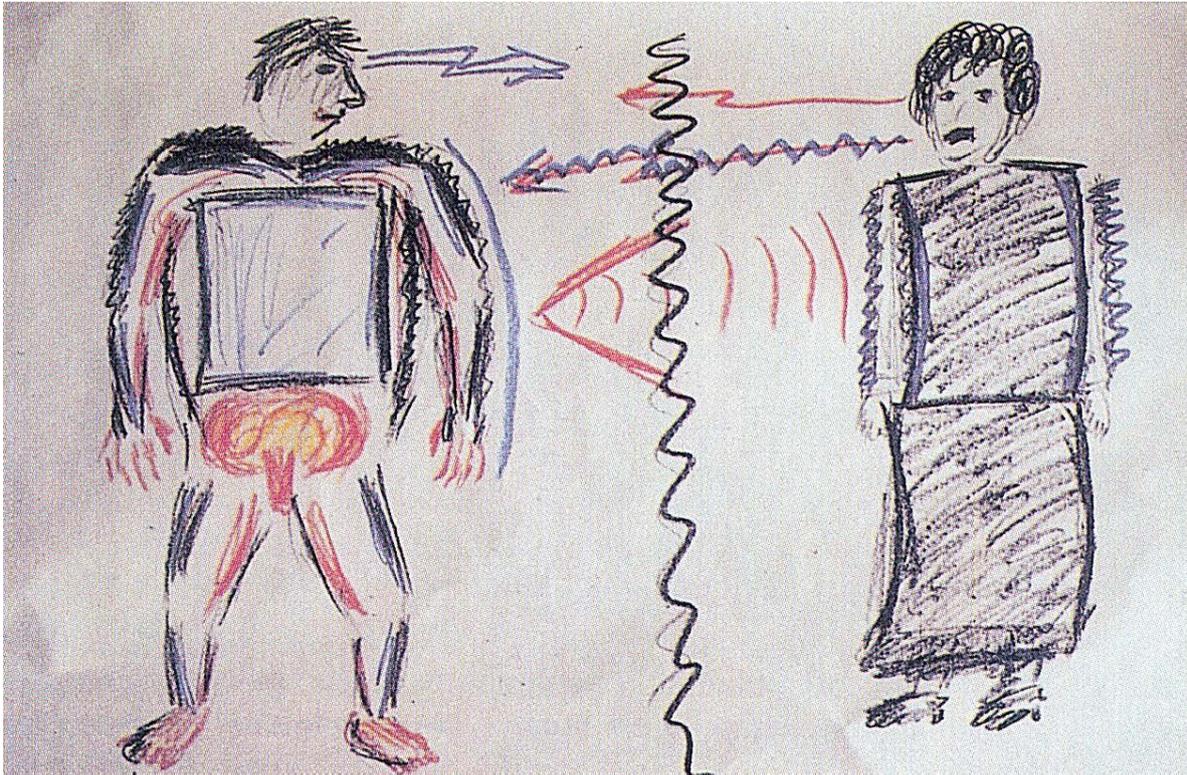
Relationales Körperbild: Zwischenleibliche Negativ-Resonanzen prallen aufeinander
